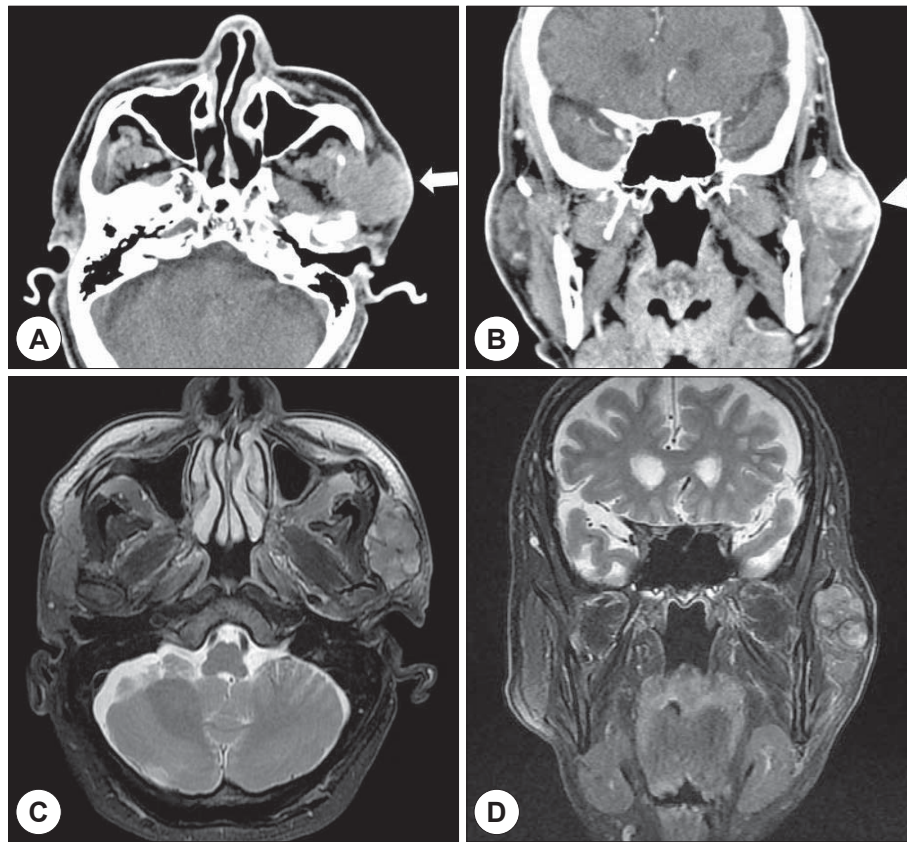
Preoperative enhanced CT and MR images. A and B : The contrast enhanced CT scans show illdefined mass with heterogeneous enhancement in the parotid gland[white ar-row(A), white arrow head(B)]. C and D : The contrast enhanced T2-weighted MR images show 3.6×3.0 sized lobular shaped mass with heterogeneous signal intensities of the mass.
